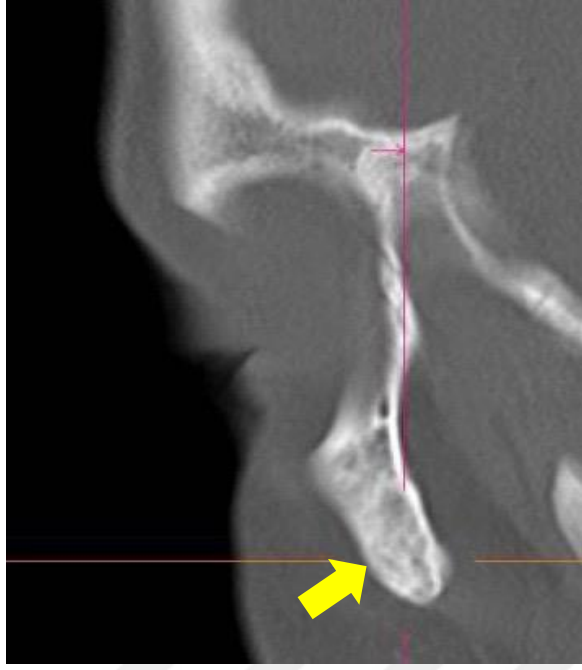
ZMS matürasyonunda 3. evrenin BT görüntüsü.
